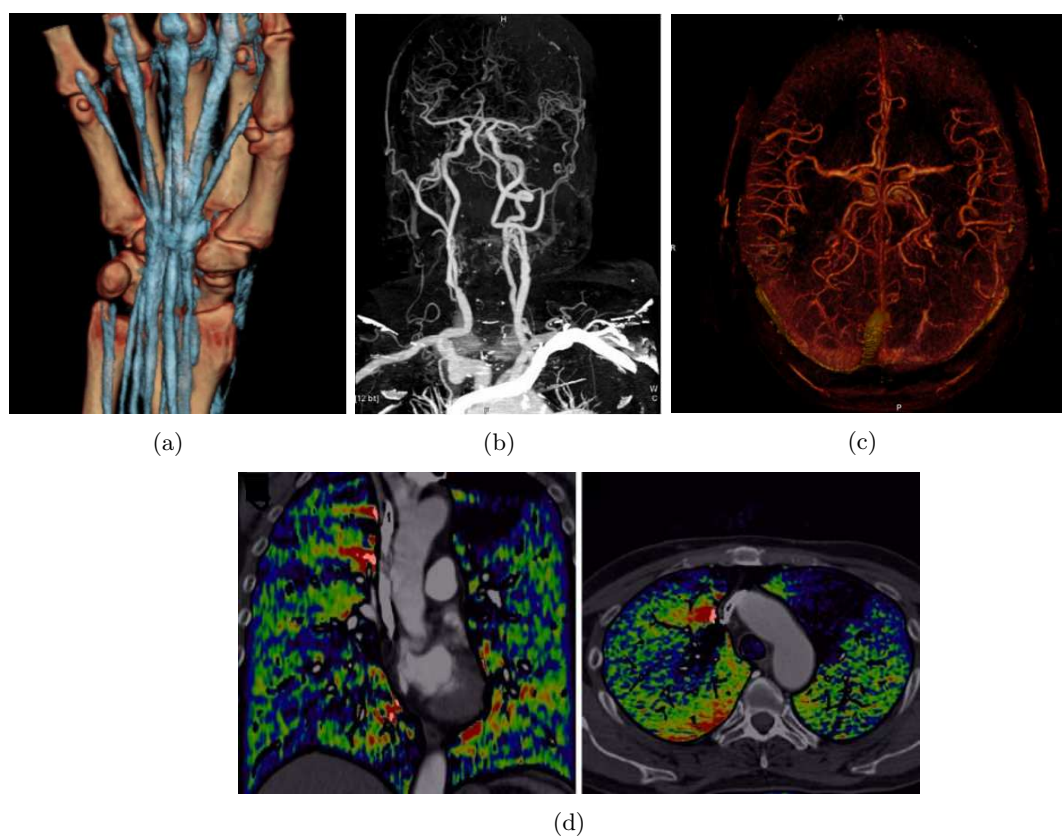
Images produites par la méthode de tomographie à deux énergies décrite par *Johnson et al.* [John 07] et représentant (a) les ligaments et tendons d'une main, (b) la vascularisation de la tête (vue en coupe sur l'image (c)) et (d) la perfusion des poumons mise en évidence par un AC iodé.
